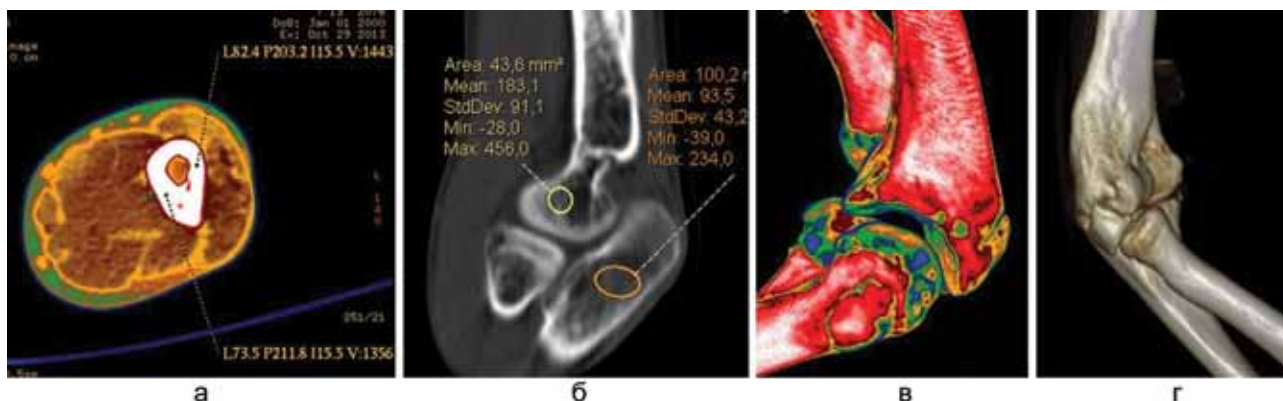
МСКТ локтевого сустава больного М., 13 лет. Аксиальный срез, ColorMap, измерение плотности корковой пластинки (а); MPR в сагитальной плоскости, измерение плотности кости в области локтевого отростка, надмыщелков плечевой кости (б); MPR в сагитальной плоскости, ColorMap (в); МСКТ локтевого сустава больного А., 14 лет. VRT, определение анатомо-топографических взаимоотношений в локтевом суставе (г)
